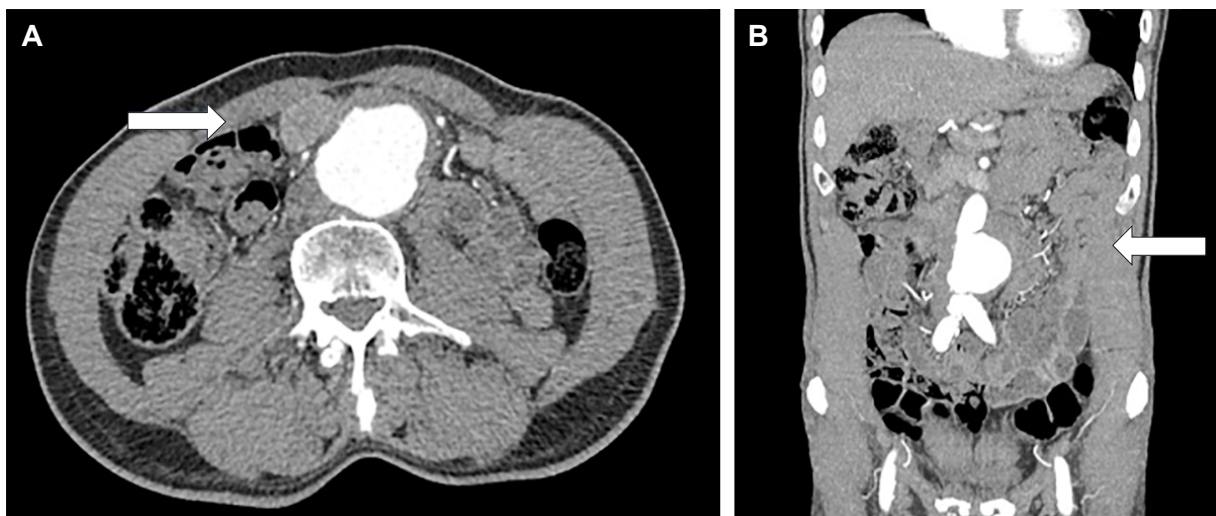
Tomografía computarizada (TC) con contraste. A. Imagen axial que muestra un aneurisma fusiforme de aorta abdominal con trombosis hipodensa mural circunferencial. B. Vista coronal del aneurisma de la aorta abdominal. Fuente: Los autores.
